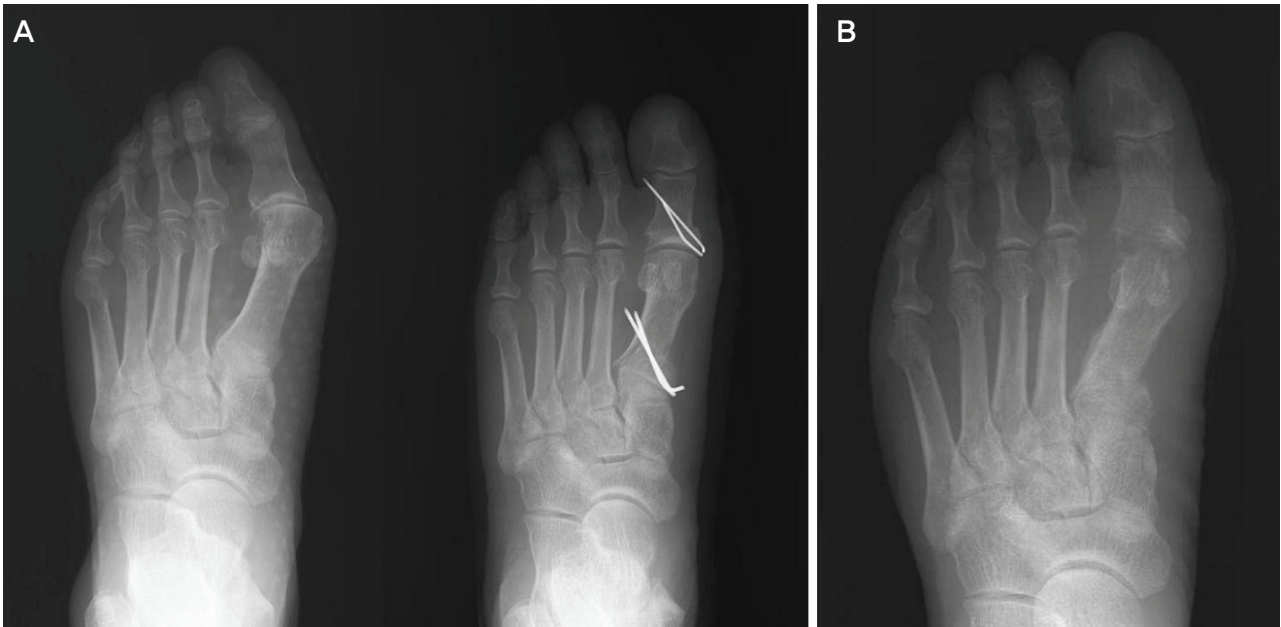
(A) A 75 year old male had the proximal chevron osteotomy on his left foot fixed with K-wires. Hallux valgus angle and 1-2 intermetatarsal angles were corrected after operation on radiographs. (B) There was seen reduction loss at 6 months follow-up radiograph. The reduction angles of Hallux valgus and 1st-2nd intermetatarsal were lost significantly.
